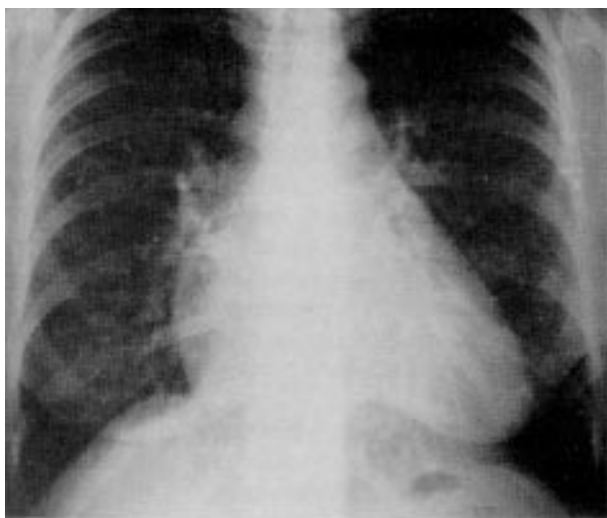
Radiografia de tórax em AP evidenciando cardiomegalia, aumento da circulação arterial e sinais de hipertensão venocapilar pulmonar.
